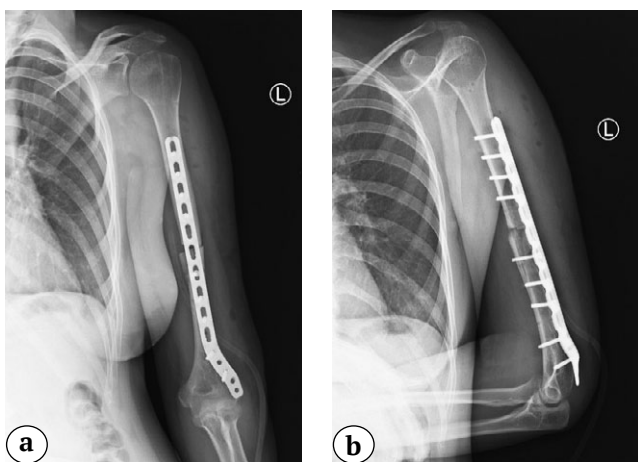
Рентгенограммы после реостеосинтеза левой плечевой кости пластиной; положение отломков и металлофиксатора удовлетворительное: а — прямая проекция; б — боковая проекция
